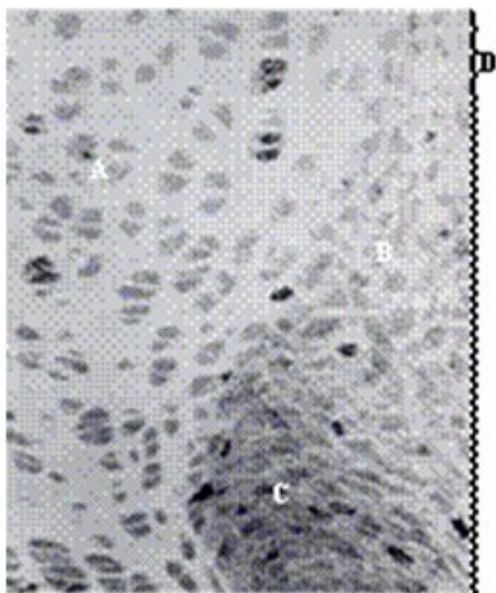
Radiografía con inyección de H-timidina, después de 24 h. Se muestra el cartílago epifisario (A), la zona de células empaquetadas dispersas (B), la zona de células densamente empaquetadas (zona más oscura) (C) y la ubicación del techo fibroso (D). Se observa la diferencia de cantidad de matriz celular entre B y C. Adaptado de Shapiro.²⁰
